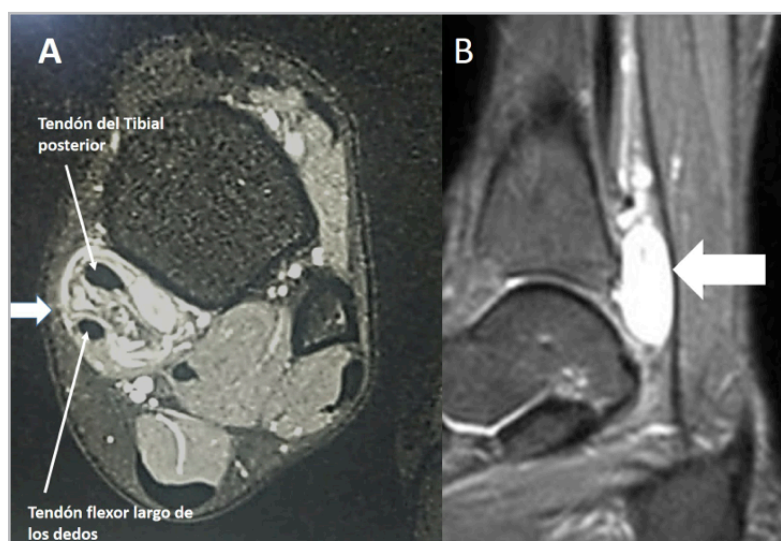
Imágenes de resonancia magnética ponderadas en T2 de tobillo derecho en corte axial (A) y en corte sagital (B), mostrando: lesión neoplásica dependiente de la vaina tendinosa del tibial posterior (flechas blancas), correspondiendo a tumor de células gigantes de vaina tendinosa.
